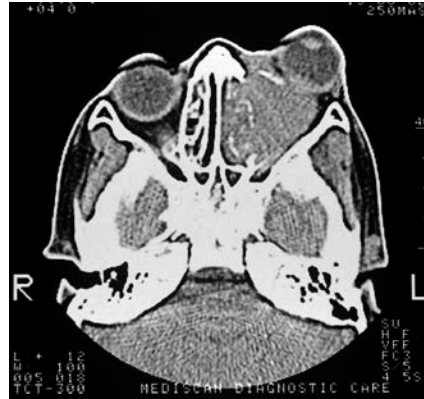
(b) Scan CT de um Rbdomiosarcoma causando proptose no olho esquerdo
